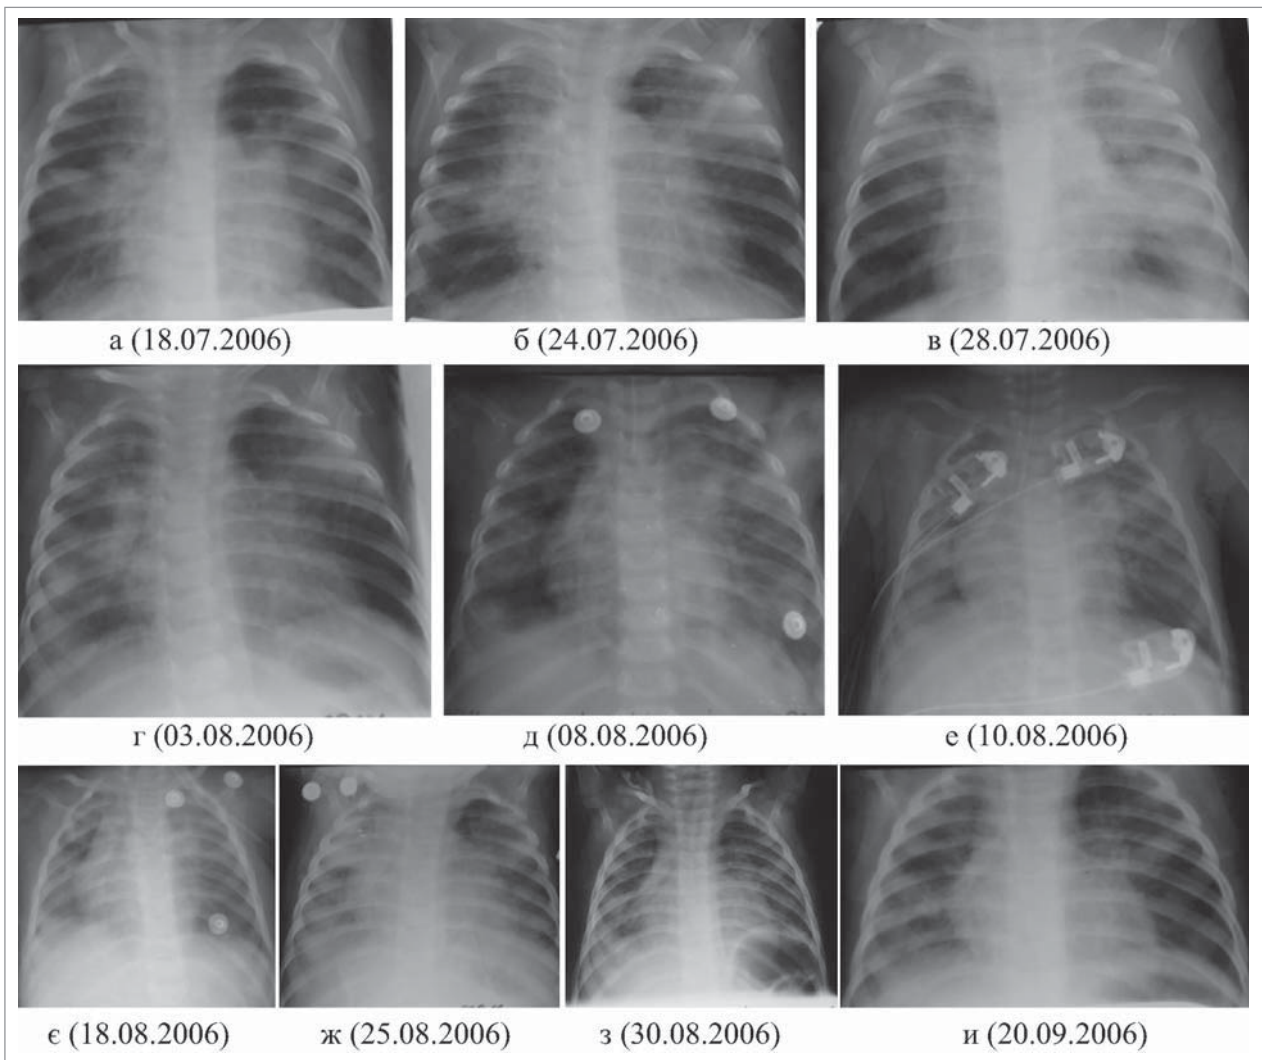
Динаміка рентгенологічних змін у пацієнта №1
